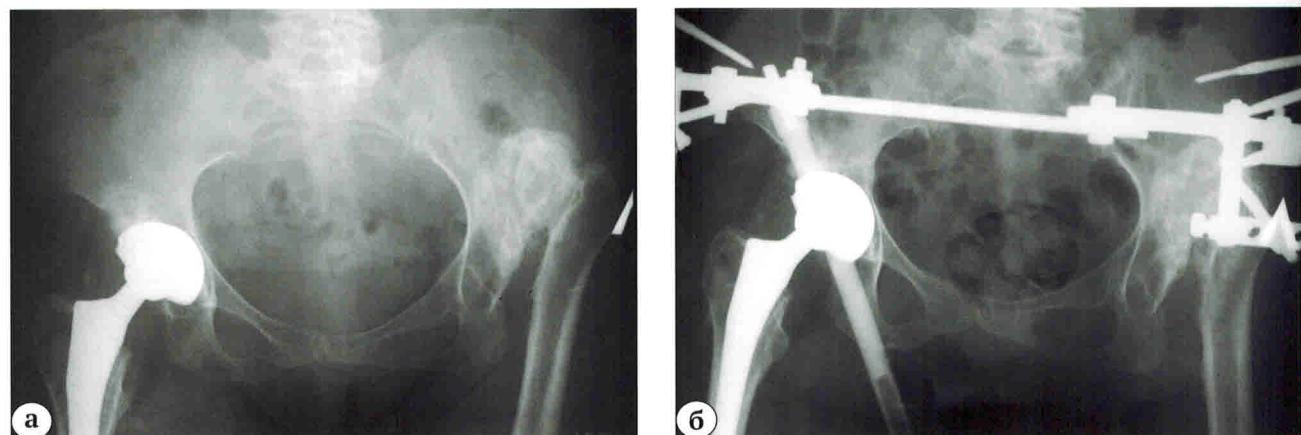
(а, б). Рентгенограммы пациентки 70 лет с двусторонним диспластическим коксартрозом:
